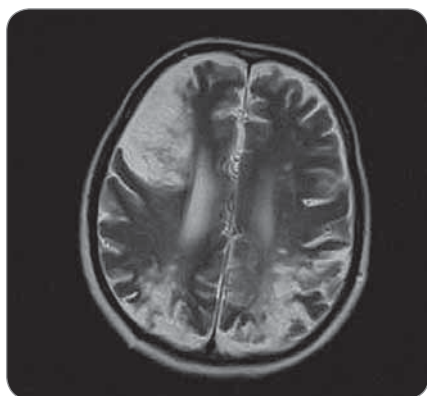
MRI nález: kortiko-subkortikálne lézie, T1 hyperintenzívne v gyrus occipitalis superior a cuneus bilat., výrazne vpravo, diskretné v gyrus frontalis medius vľavo.
